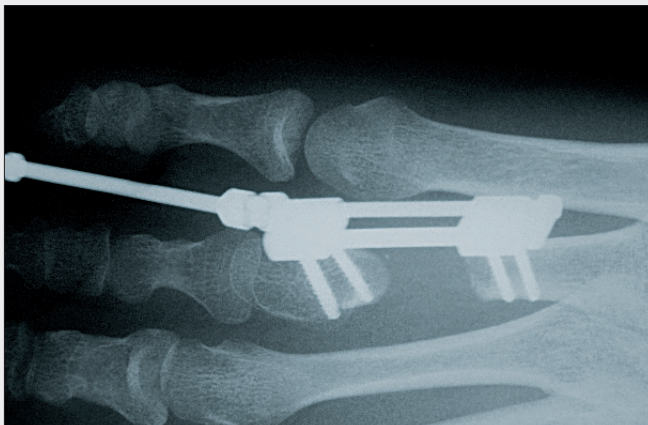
Röntgenkontrolle nach erfolgter Distraction
